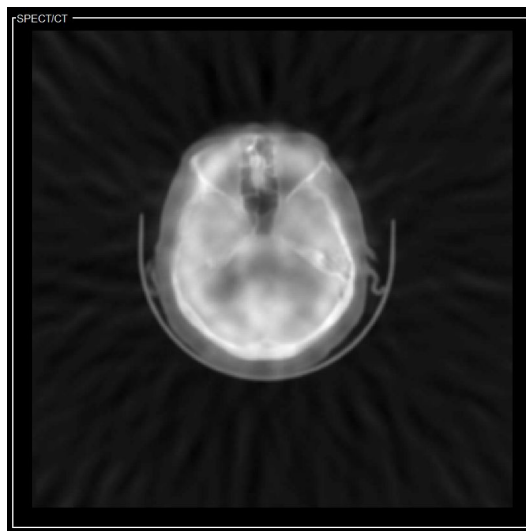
Fusión SPECT/TC - Promedio Simple.
